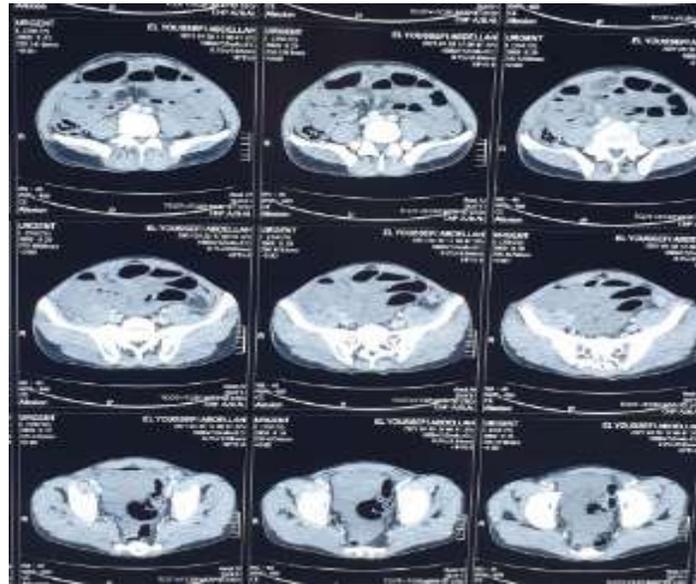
TDM abdominale objectivant une distension abdominale grélique centrale avec présence d'une sténose serrée.
